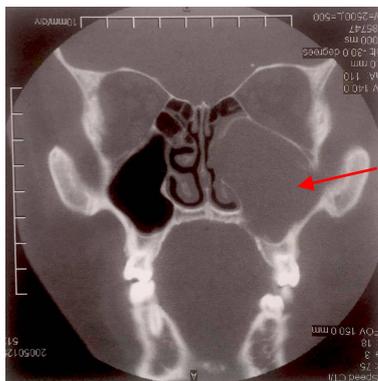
TDM en coupe coronale montrant l'expansion et l'infiltration aux dépens du sinus maxillaire gauche et de l'orbite d'une tumeur kératokystique odontogène (flèche). (53)
